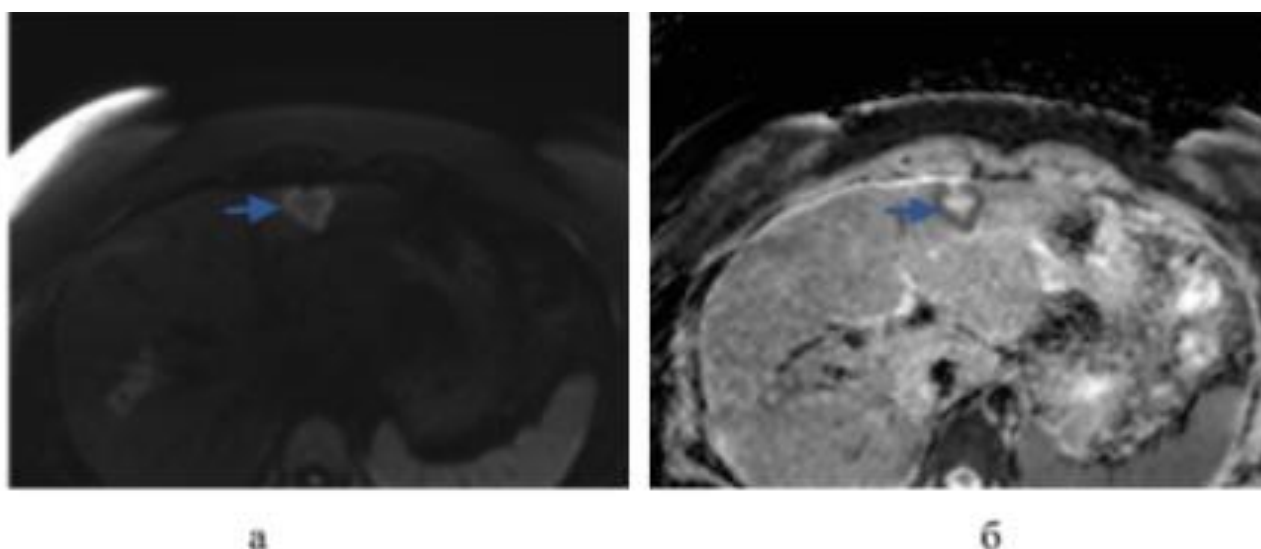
МРТ печени пациента с метастазом колоректального рака, аксиальные плоскости: а - ДВИ (b- фактор = 1000); б - ИКД-карта. Во втором сегменте печени на ДВИ определяется гиперинтенсивный сигнал только по периферии очага, а в центре очага сигнал промежуточный, при анализе ИКД-карт выявлено, что ограничивающий диффузию солидный компонент находится по периферии очага, а в центре очаг диффузию не ограничивает
